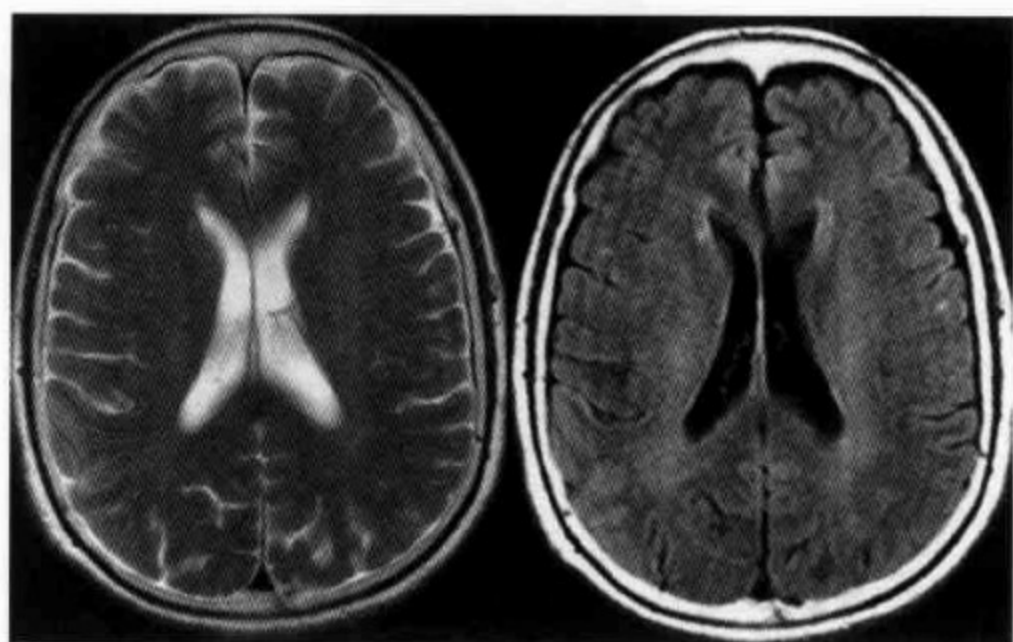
血管周围间隙,半卵圆中心层面可见双侧对称性线状长 T_2 信号影,FLAIR 呈低信号,边缘锐利
